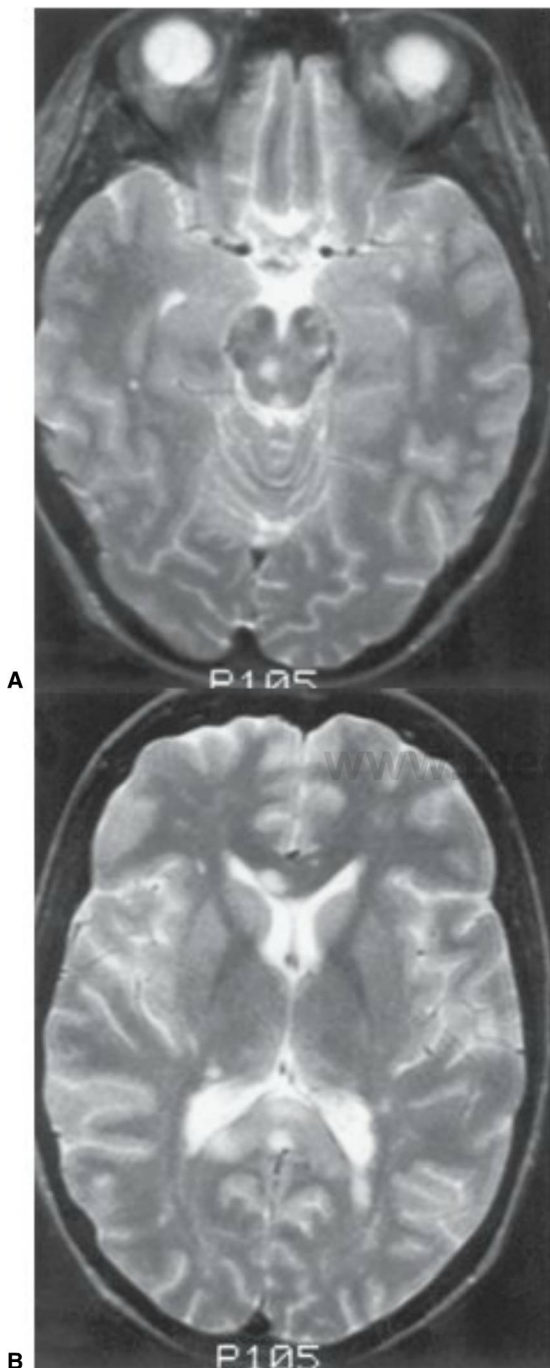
6 Mujer de 27 años de edad con síndrome de Sneddon (livedo reticularis y afectación cerebrovascular). La imagen de resonancia magnética potenciada en T2 muestra múltiples focos de intensidad de señal en el mesencéfalo (A), en el cuerpo calloso y en la sustancia blanca periventricular (B).
